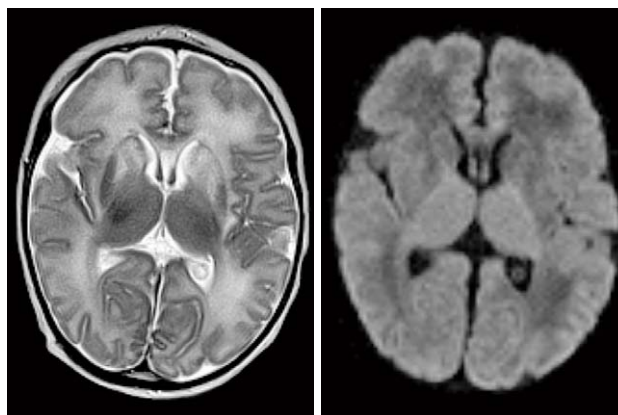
PHENYLKETONURIA IN A 15 YEAR OLD CHILD, MRI: A) AXIAL FLAIR AND B) AXIAL T2W IMAGE SHOWING HYPERINTENSE LESIONS THAT TYPICALLY AFFECT PERIVENTRICULAR WHITE MATTER, OFTEN IN PARIETO-OCCIPITAL REGIONS; ATROPHY OF THE BRAIN PARENCHYMA WITH SLIGHTLY WIDER SULCUSES AND VENTRICULAR SYSTEM IS ALSO VISIBLE; (C) DWI IMAGE SHOWING AREAS OF RESTRICTED DIFFUSION INDICATING ACUTE CHANGES
